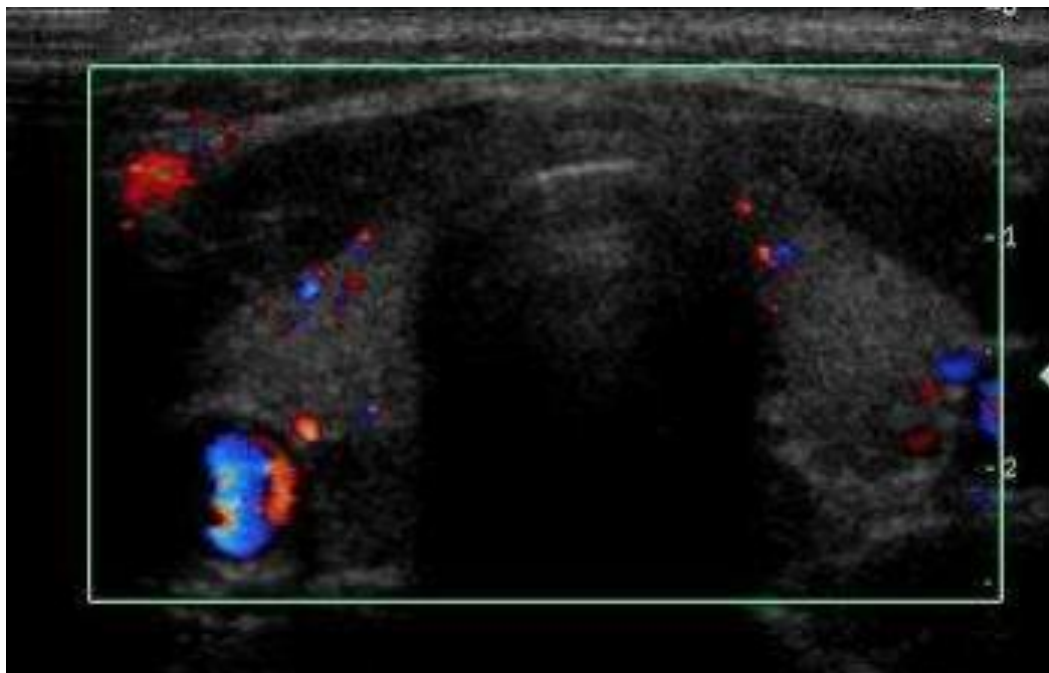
Vue transverse: Doppler couleur pour évaluer la vascularisation et la symétrie des lobes.
